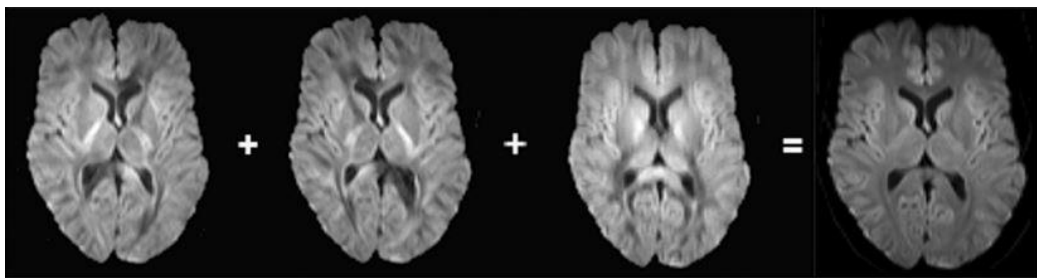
Zusammensetzung des DWI-typischen Trace-Bildes (rechts; vgl. Kapitel 2.1.3) aus den drei richtungsabhängigen Messungen in x-, y- und z-Richtung (links); Auszug aus T. Huisman, 2010
